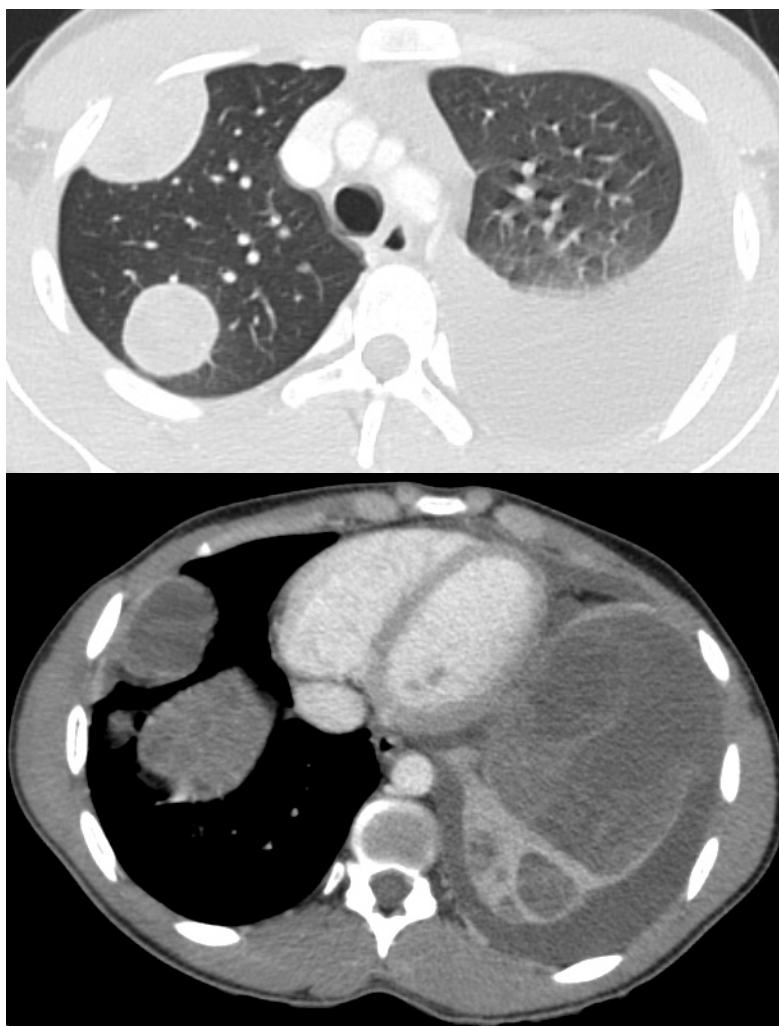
Corte axial de TC de tórax com técnica para pulmão, observando-se metástases pulmonares e pleurais bilateralmente e derrame pleural septado esquerdo. Imagem inferior com técnica para mediastino
